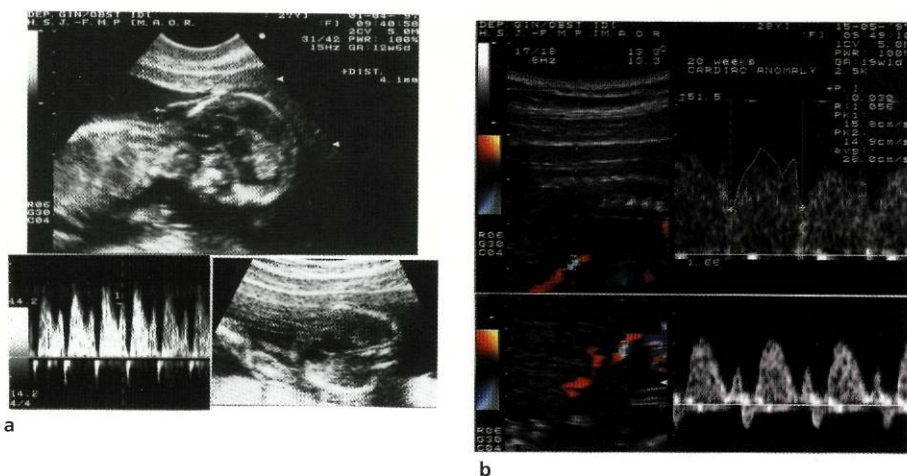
a) Feto de 13 semanas com translucência da nuca aumentada (TN= 4,1 mm). Imagem sugestiva de malformação cardíaca complexa que não foi possível individualizar. O padrão de fluxo obtido no ducto venoso por fluxometria Doppler apresentava fluxo invertido durante a contração auricular. O cariótipo obtido por amniocentese foi 46, XX (caso 4). b) Às 20 semanas foi realizada ecocardiografia fetal que evidenciou uma atresia da válvula tricúspida (caso 4). O padrão de fluxo obtido no ducto venoso e na veia cava inferior por Doppler apresentava características normais.
